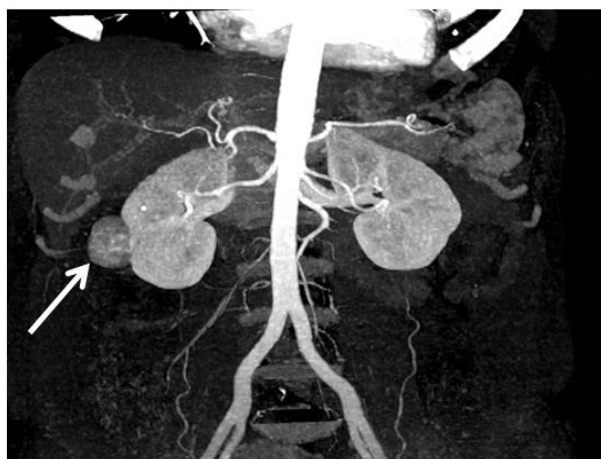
Urotomografía con contraste, en la cual se observa en el polo inferior y región interpolar del riñón derecho imagen cortical de forma ovalada y contornos regulares, heterogénea predominantemente hiperdensa con áreas centrales hipodensas (indicado por la flecha)..
